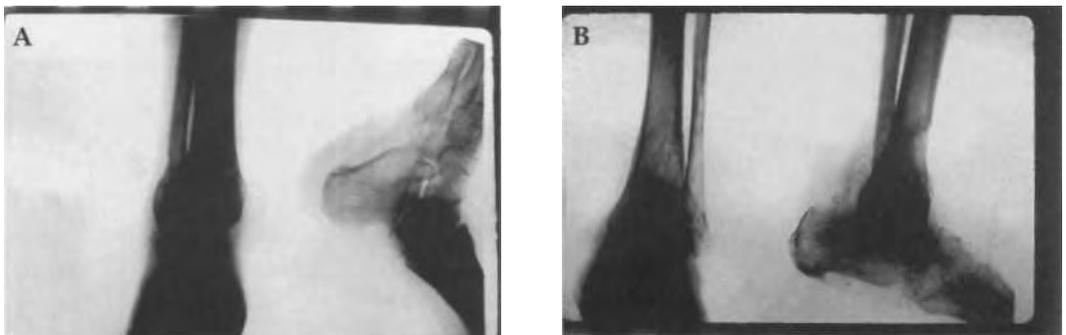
Grave infección del tobillo en una fractura bimalleolar tratada mediante osteosíntesis. a) Radiografía dorso-plantar y perfil pre-operatoria. b) Radiografía post-operatoria después de la extracción del material de osteosíntesis y la práctica de una artrodesis.
